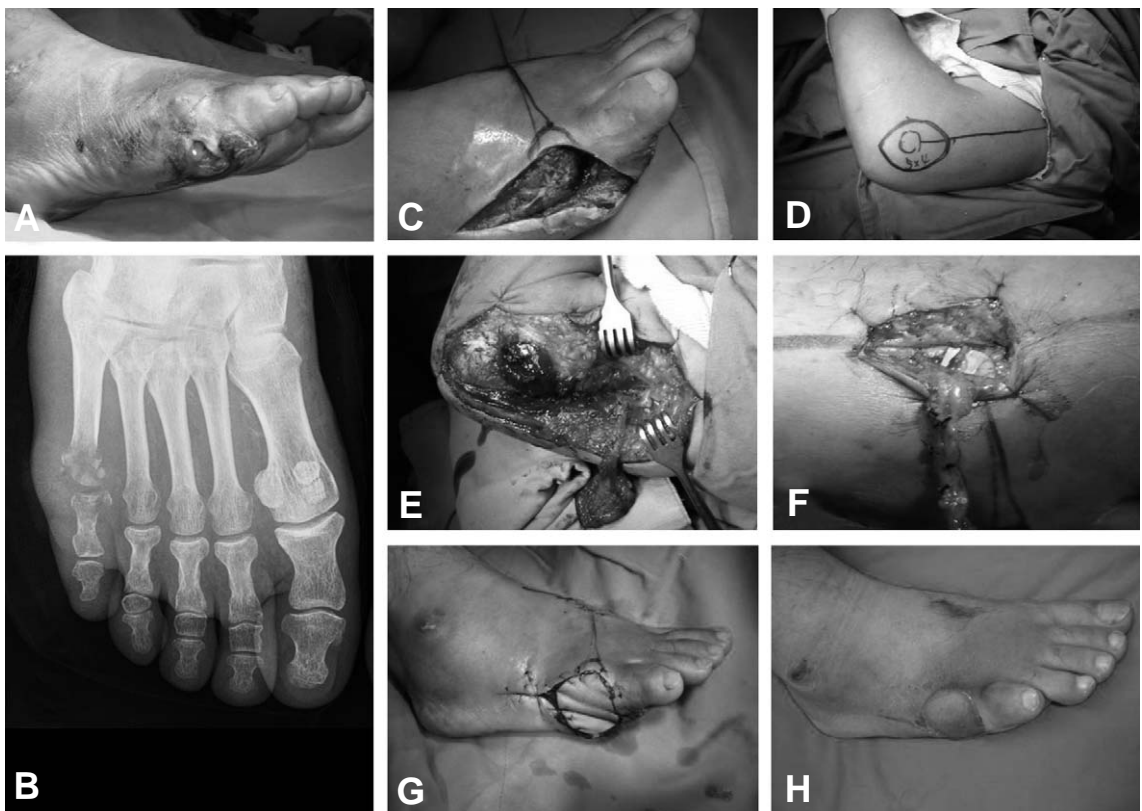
(A) A 34-years-old man is suffering from pus discharge from Rt. 5th toe base area from infected diabetic foot ulcer. (B) Foot X-ray shows artherosclerotic calcification of dorsalis pedis artery and osteolytic destruction of 5th metatarsal head & base of 5th proximal phalangeal base. (C) The ulcer is curettaged and debrided. (D) 4 × 5 cm sized lateral arm flap is designed over lateral epicondyle. (E) The elevation of flap is performed with 8 cm pedicle in length. (F) Posterior radial collateral artery is reanastomosed with dorsalis pedis artery in end-to-side manner and committant veins are reanastomosed in end-to-end manner. (G) The Final inset of flap shows after passage of subcutaneous tunnel. (H) The latest follow up gross photophograph shows well healed ulcer and good cosmetic figure.
